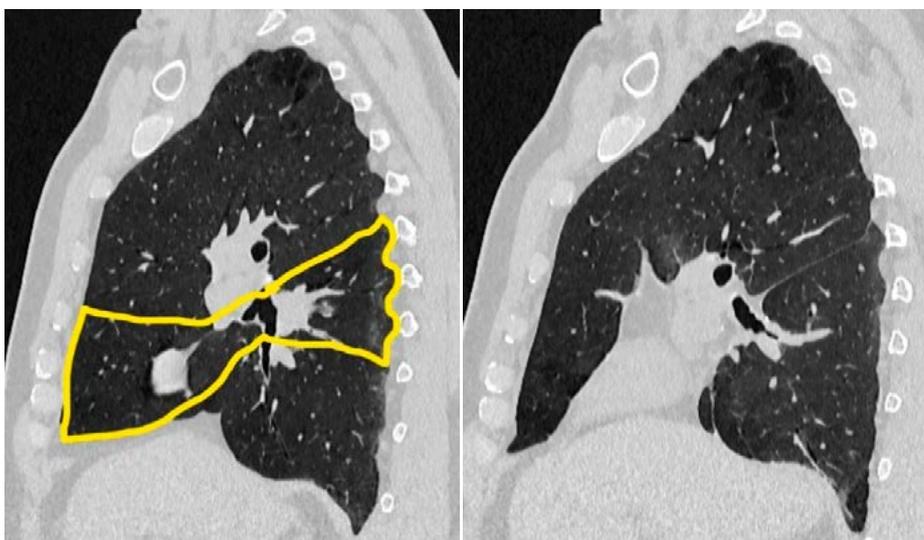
МСКТ-сканы объема резекции бронхов и сформированного полибронхиального анастомоза (желтым цветом указана резецируемая часть легкого и бронхов)
